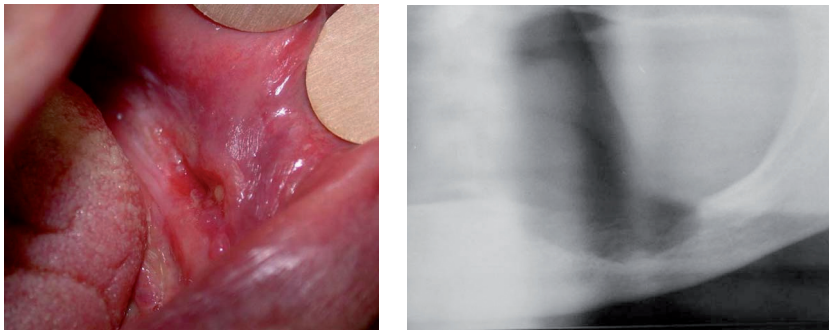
a. esiti di avulsione di denti vacillante per carcinoma della gengiva; b. esame ortopantomografico evidenziante area osteolitica a scodella
